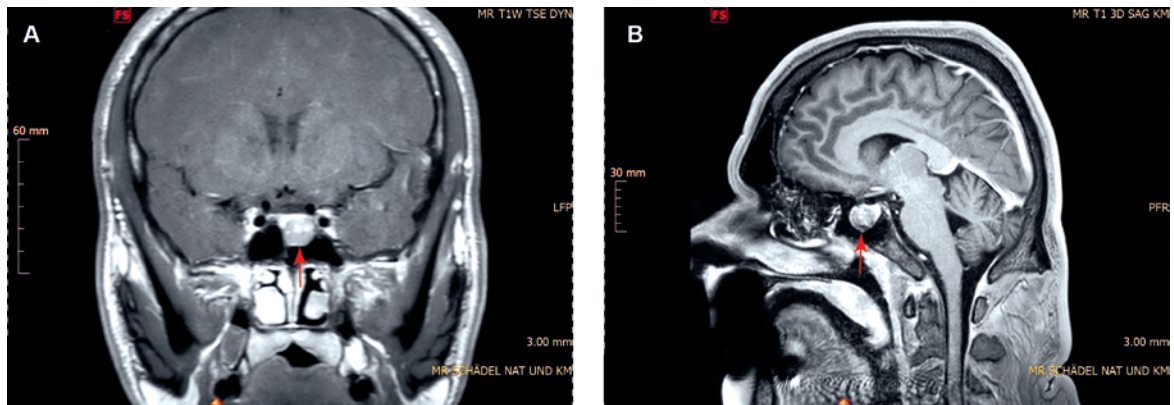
Magnetresonanztomographie der Hypophyse, Frontal- (A) und Sagittalschnitt (B): 1,8 × 1,5 cm messende selläre Raumforderung (rote Pfeilköpfe), Verlagerung des Hypophysenstiels nach paramedian links, Ausdehnung bis zum linken Sinus cavernosus. Kein Kontakt mit der Arteria carotis interna, keine Kompression des Chiasma opticum. © Institut Radiologie, Spital Lachen AG.
